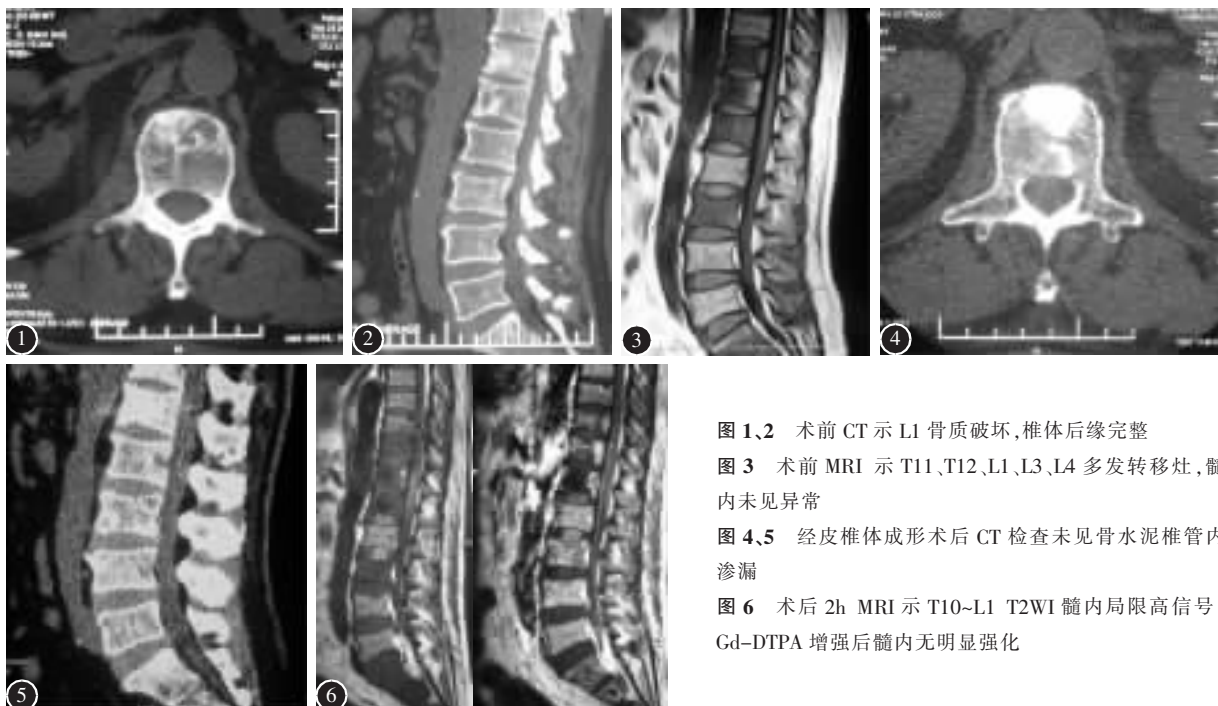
2 术前 CT 示 L1 骨质破坏, 椎体后缘完整
